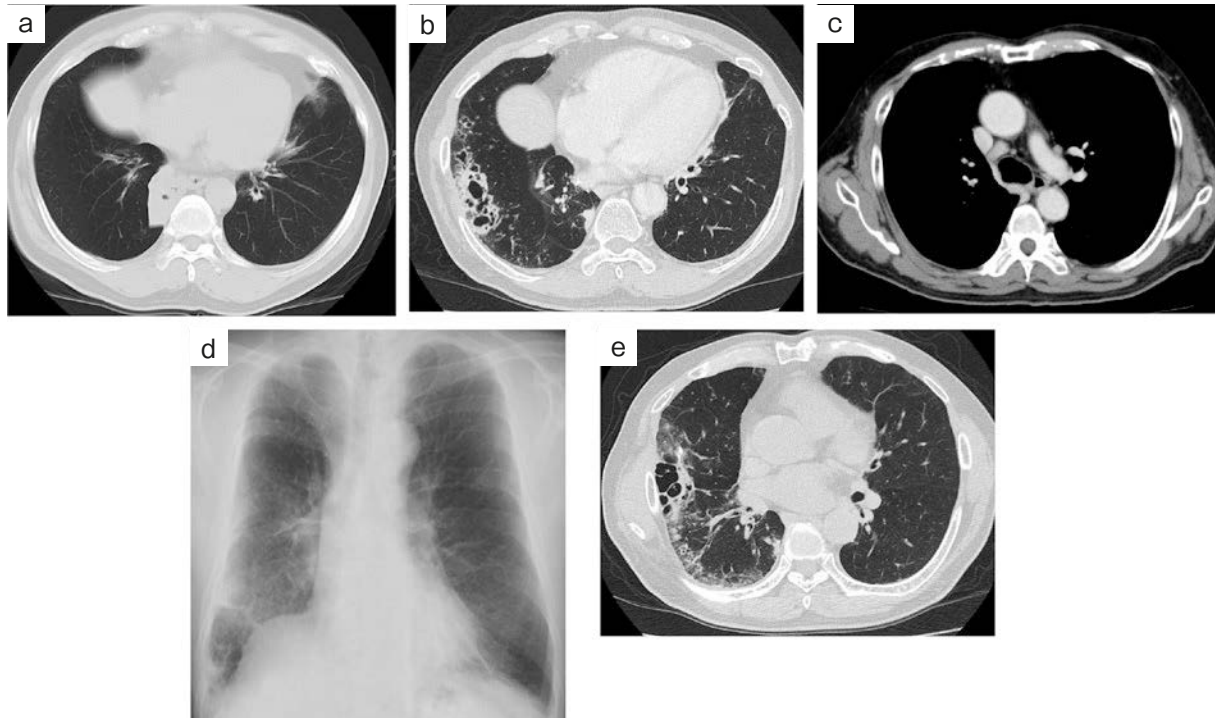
Chest X-ray film and chest computed tomography (CT) findings. (a) Preoperative chest CT for schwannoma showing atelectasis in the right lower lobe. (b) Preoperative chest CT showing cystic lesions in the right upper lobe. (c) Preoperative chest CT showing mediastinal lymphadenopathy. (d) First-admission chest X-ray scan showing cystic lesions with infiltrative shadows and diffuse ground-glass attenuations in the right lower lung field. (e) First-admission chest CT of cystic lesions with infiltrative shadows in the right lower lobe.
